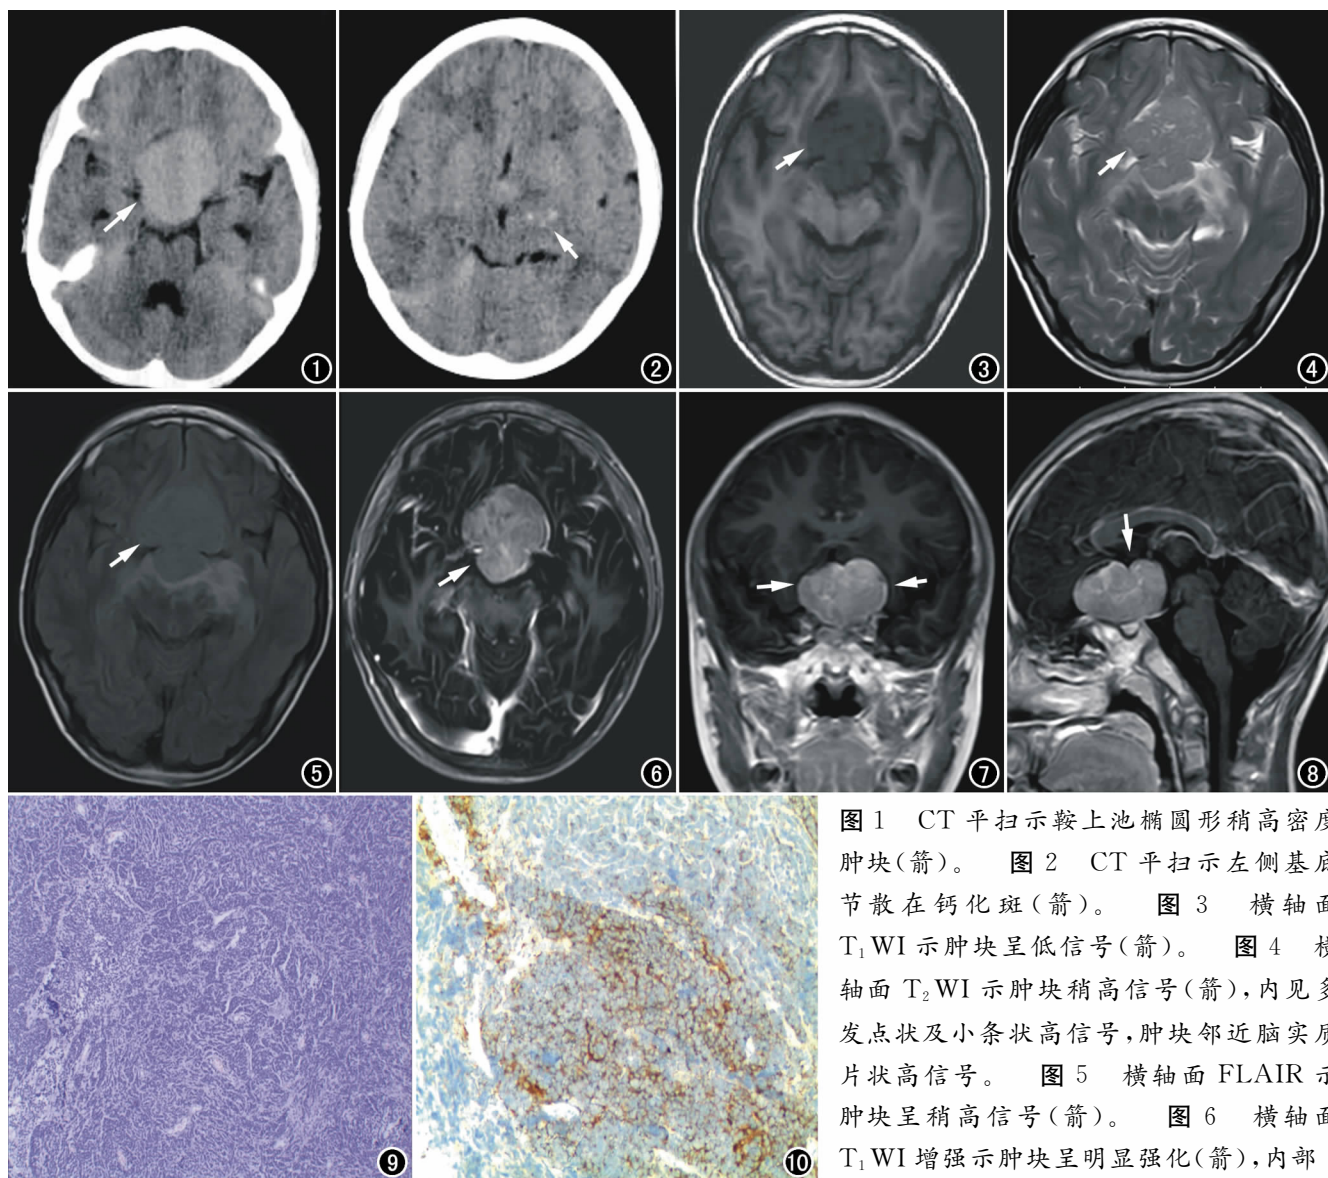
CT 平扫示鞍上池椭圆形稍高密度肿块(箭)。图 2 CT 平扫示左侧基底节散在钙化斑(箭)。图 3 横轴面 T_1 WI 示肿块呈低信号(箭)。图 4 横轴面 T_2 WI 示肿块稍高信号(箭),内见多发点状及小条状高信号,肿块邻近脑实质片状高信号。图 5 横轴面 FLAIR 示肿块呈稍高信号(箭)。图 6 横轴面 T_1 WI 增强示肿块呈明显强化(箭),内部
